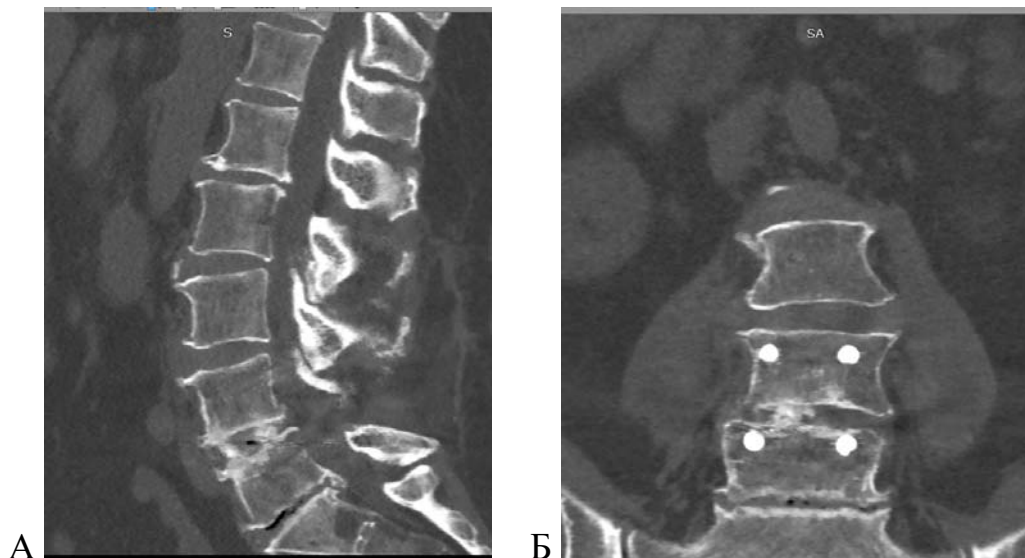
КТ поясничного отдела позвоночника после операции: сформированный искусственный костно-металлический блок L4–L5 (1 степень по классификации Tan), сагиттальный срез (А), фронтальный срез (Б)
